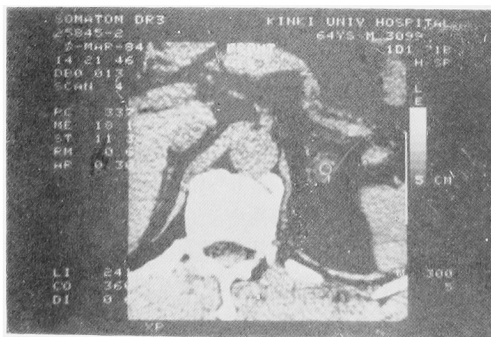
CT-scan (case 2)
